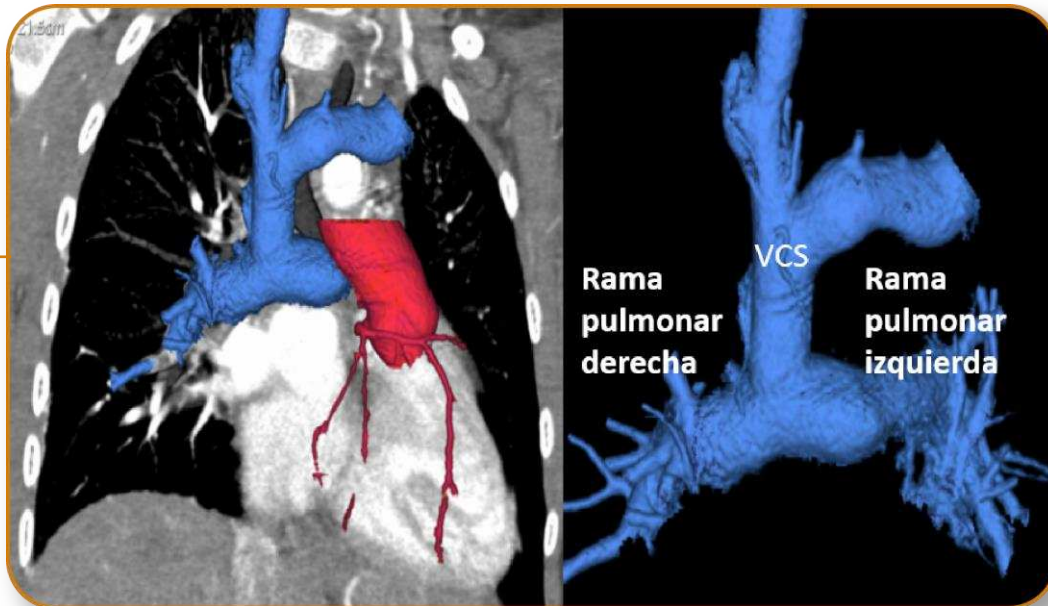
TC cardíaca, reconstrucción 3D, post-operatorio de cirugía de Glenn, anastomosis vascular de la vena cava superior con las ramas principales de la arteria pulmonar en paciente femenino de 6 años de edad con ventrículo único.
